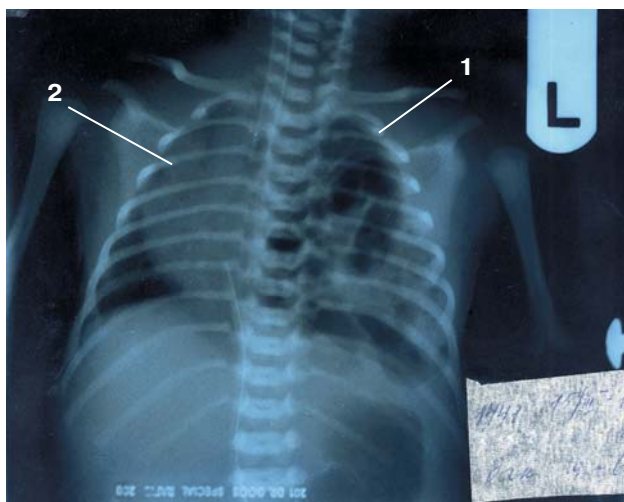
Рентгенологическая картина диафрагмальной грыжи слева (2010 г.). 1 – кишечные петли в левой половине грудной клетки; 2 – смещение тени средостения вправо.
